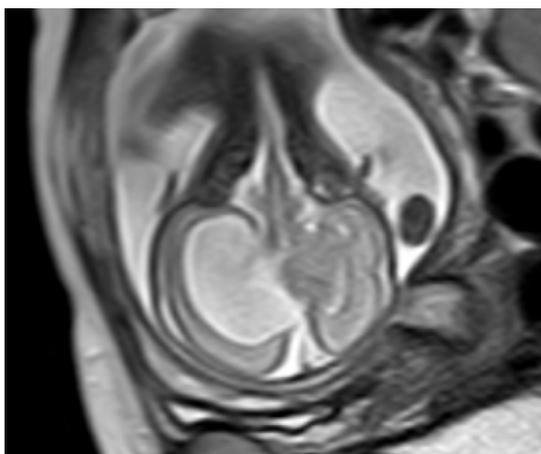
Vista coronal en resonancia magnética fetal a las 25 semanas de gestación. Se observa la dilatación univentricular.
